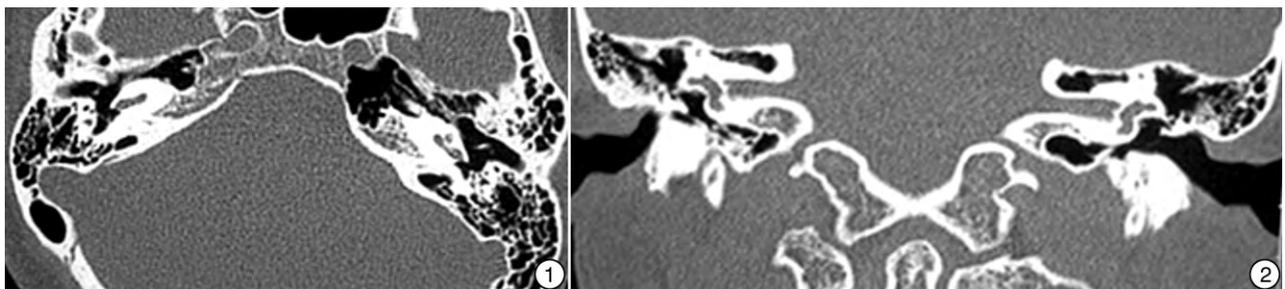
颞骨轴位 CT 示双侧圆窗正常(以 1 号患者为例); 图 2 颞骨冠状位 CT 示双侧前庭窗闭锁,面神经鼓室段低位(以 1 号患者为例)。
